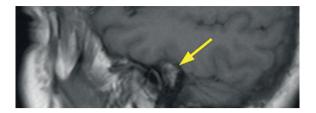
(A). МРТ левого внутреннего слухового прохода, Т1-ВИ в сагиттальной плоскости
